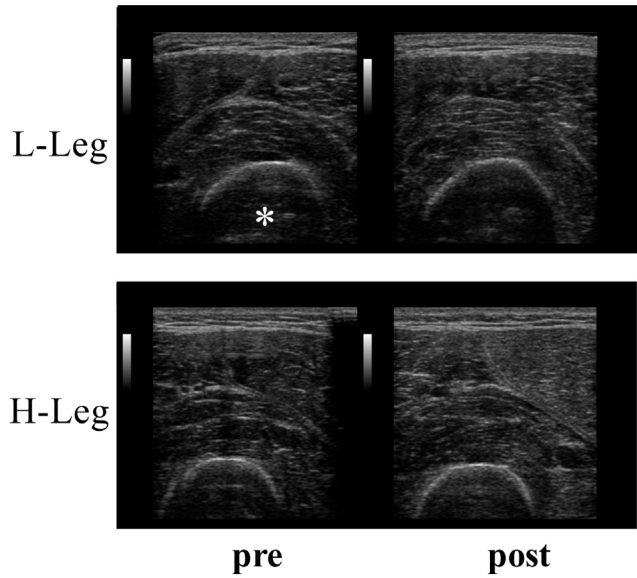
A series of transverse ultrasound images of one representative subject before (pre) and 2 days after (post) eccentric muscle activity (ECC). Asterisk indicates femoris.
